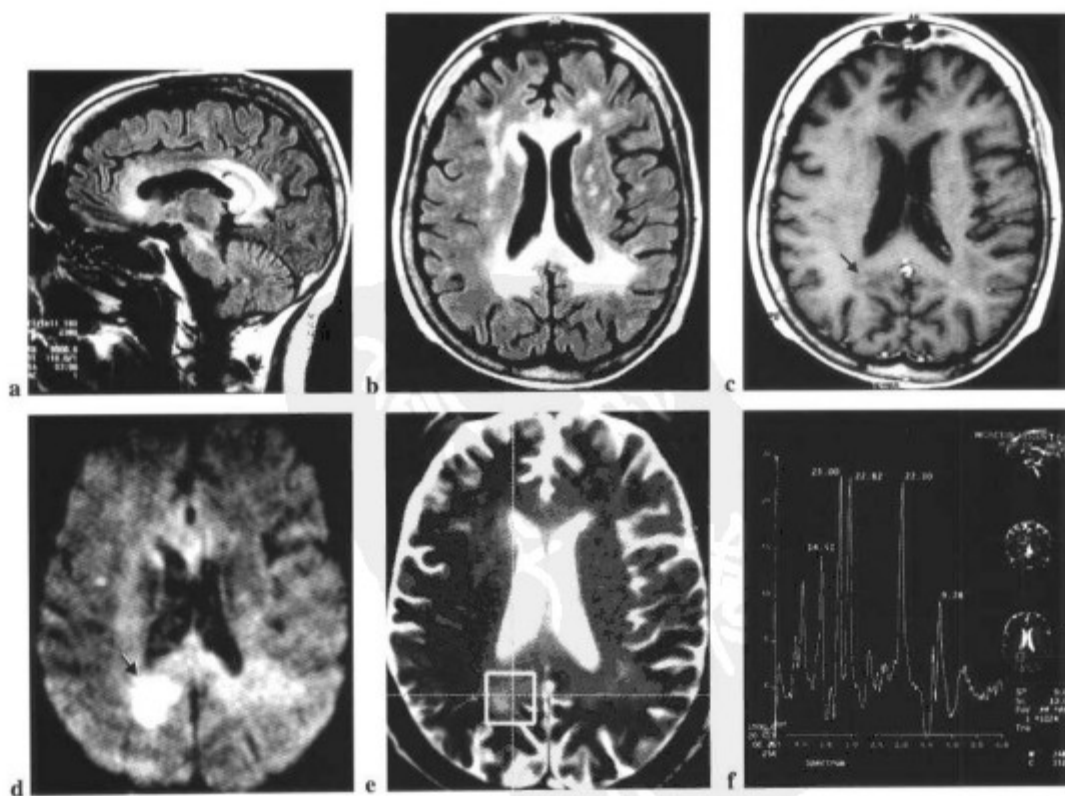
51 岁女性,伴严重的脱髓鞘改变。病灶在(a和b)FLAIR 像上呈高信号,在右侧可见轻度强化(箭标)(c),并且在 DWI 上呈高信号(箭标)(d),符合急性斑块。(e和f)强化病灶的波谱显示 Cho 水平明显升高,以及 NAA 右侧 Lip/Lac 也升高,提示急性脱髓鞘。
